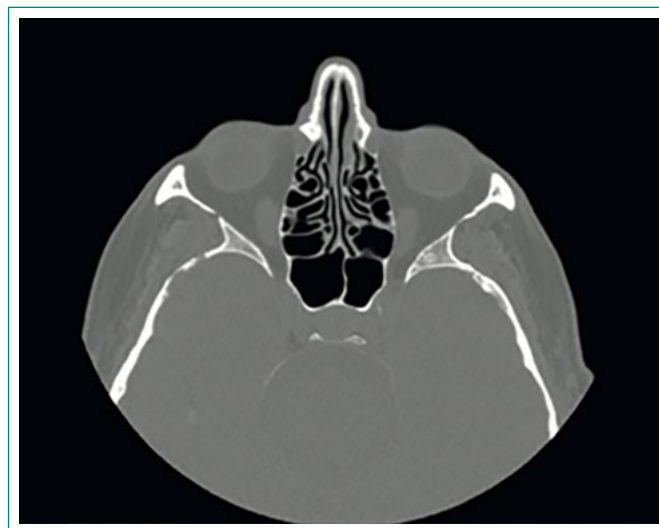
TC de senos paranasales
